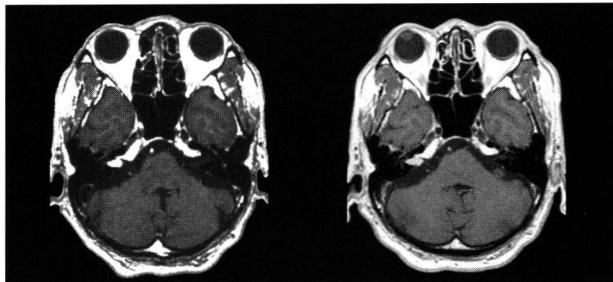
(Case 2) Change of tumor size on enhanced MRI.
